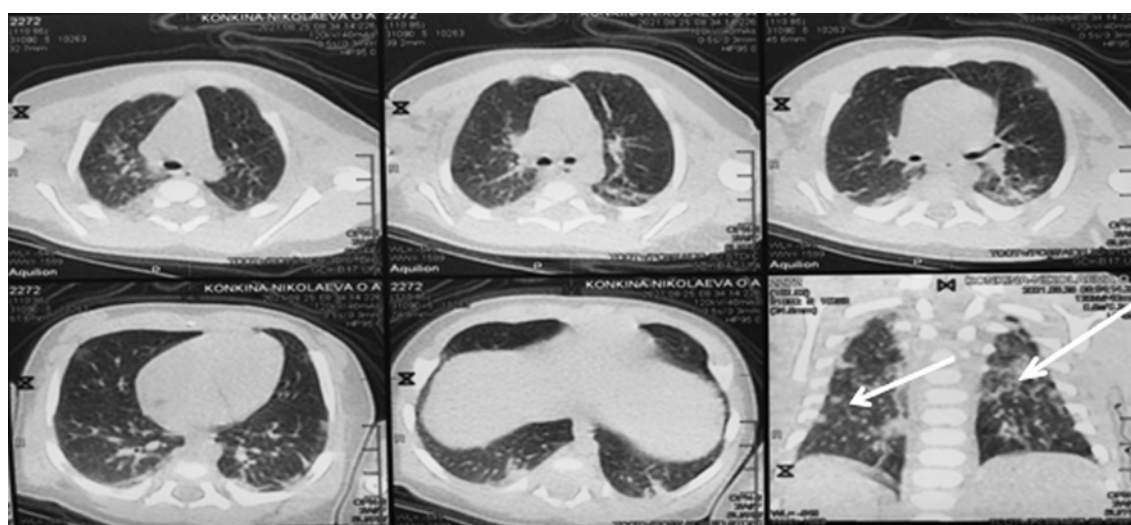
Компьютерная томограмма девочки. Возраст 15 сут. Стрелки указывают зоны уплотнения легочной ткани по типу «матового стекла». КТ2
